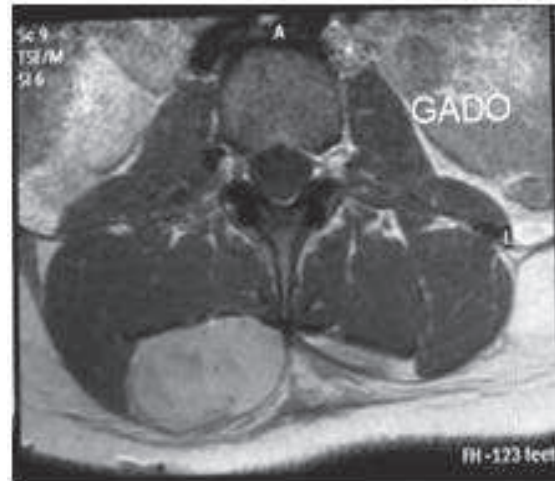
IRM en coupe sagittale T1 (a), T2 (b) et axiale (c) : T1 en hyposignal
